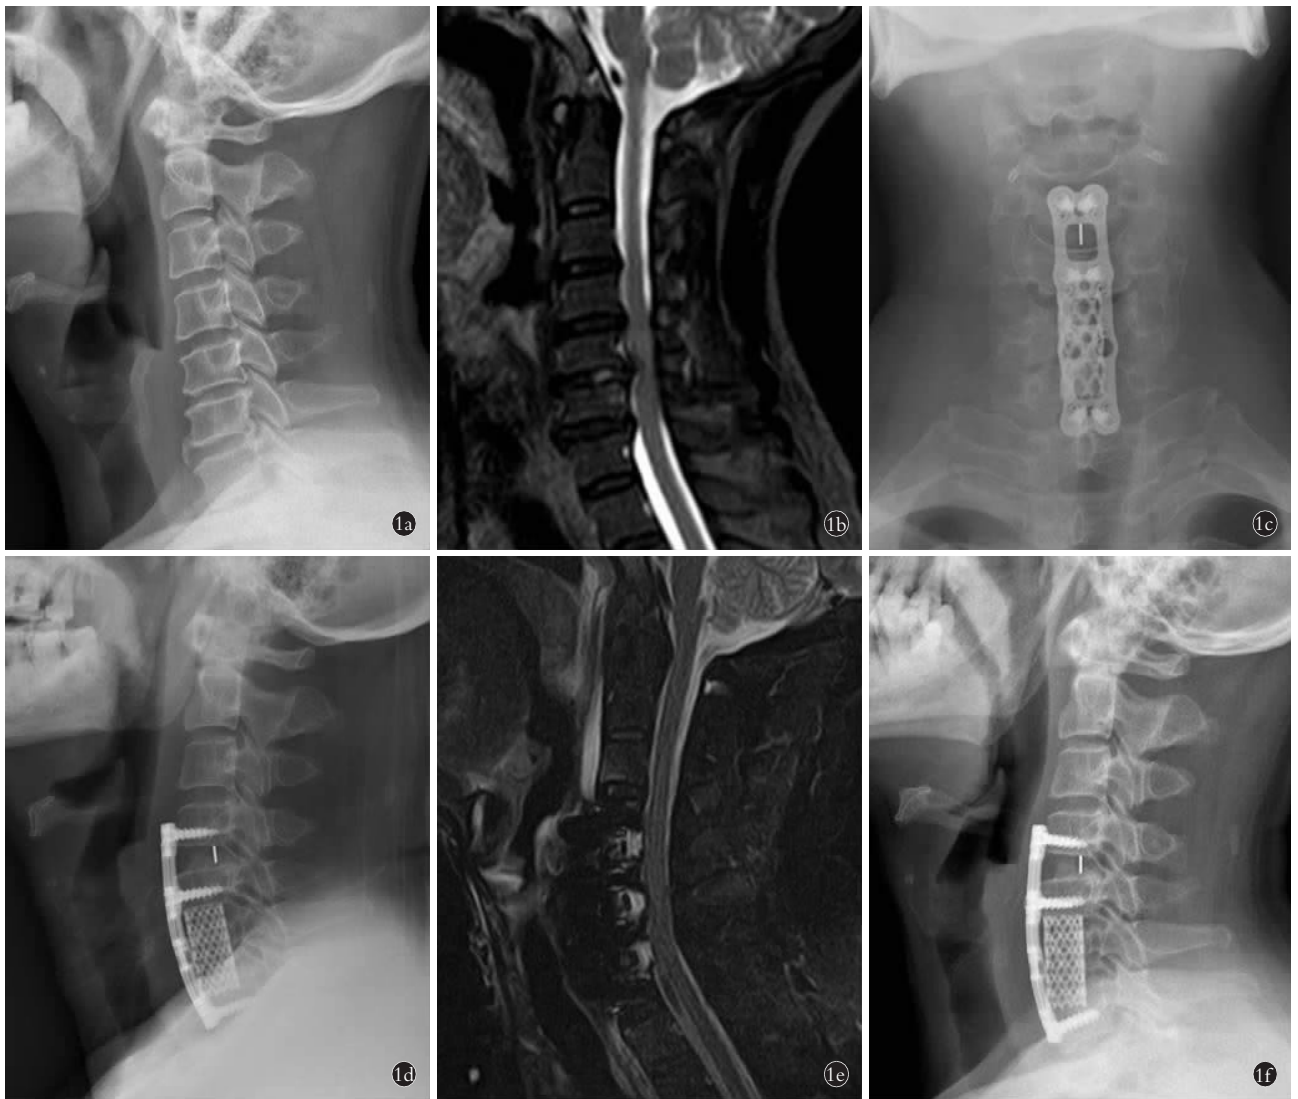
男性患者, 57 岁, 多节段脊髓型颈椎病 1a. 术前颈椎侧位 X 线片 1b. 术前颈椎 MRI 显示 C₄-C₇ 脊髓受压 1c, 1d. 术后 1 周颈椎正侧位 X 线片 1e. 术后 1 周 MRI 显示手术节段减压满意 1f. 术后 12 个月侧位 X 线片示 C₄-C₇ 骨融合
